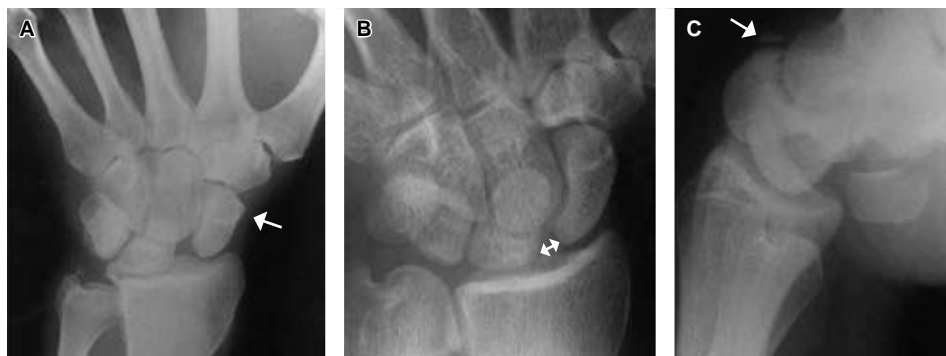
Radiografía dinámica posteroanterior de muñeca izquierda en donde se observa: A) signo de anillo, secundario a la flexión de escafoides (mano empuñada); B) signo de Terry Thomas (desviación cubital); C) subluxación dorsal del escafoides con mínima flexión de semilunar (flexión forzada). Tomado de: Kuo CE, Wolfe SW. Scapholunate instability: current concepts in diagnosis and management. *J Hand Surg.* 2008; 33: 998-1013.
